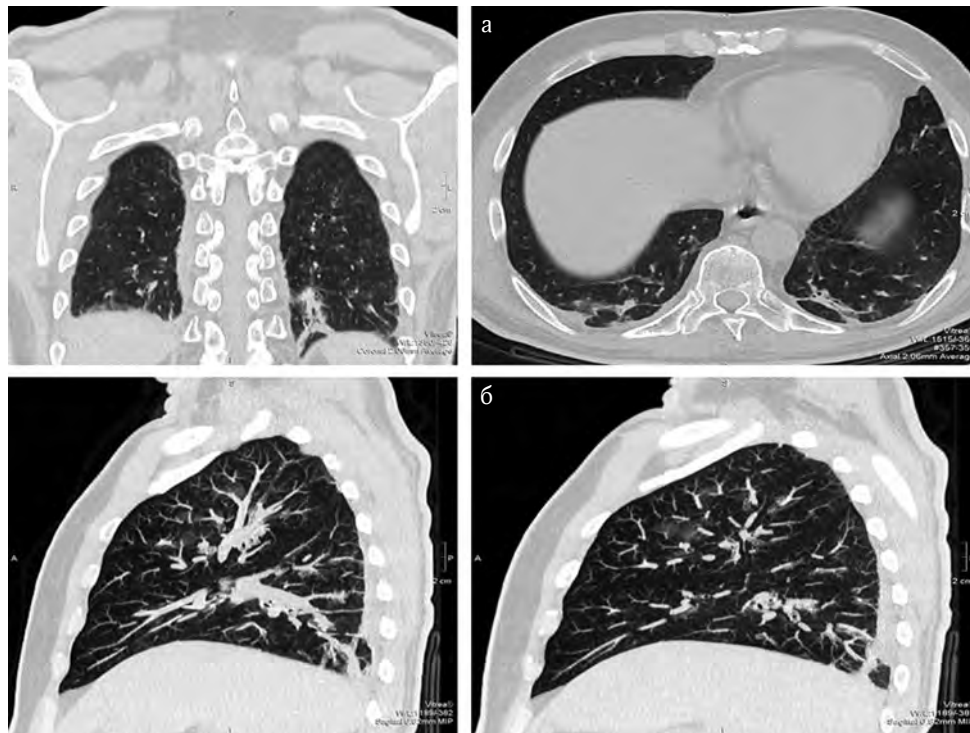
КТ-сканування легень: а – сканування у прямій проекції та в поперечному розрізі; б – сканування в боковій проекції
